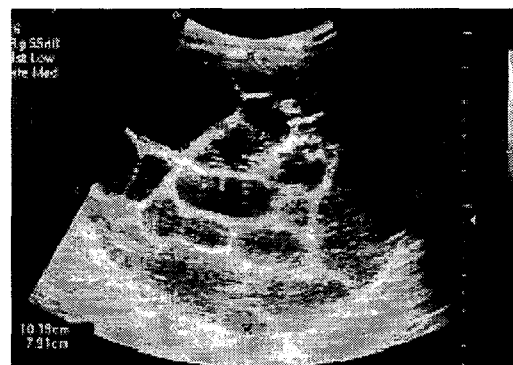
A Ultrasound scan of right kidney demonstrating multiloculated cystic lesion sized 10.19×7.9 cm in right upper quadrant.
